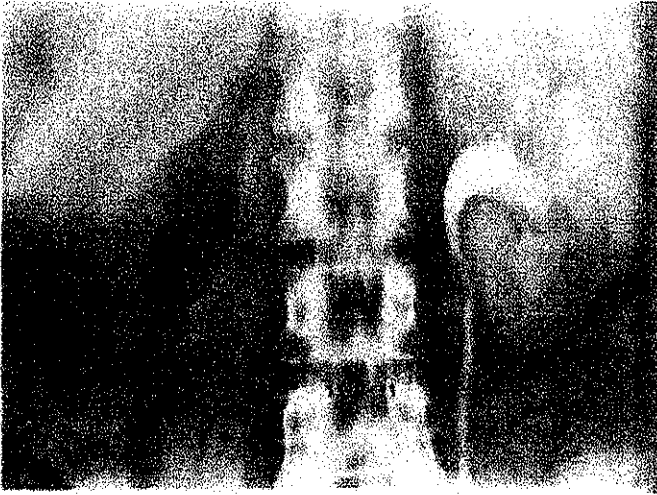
Un borde cortical delgado, es observado en la nefrotomografía inicial en este paciente con oclusión de la arteria renal derecha.
